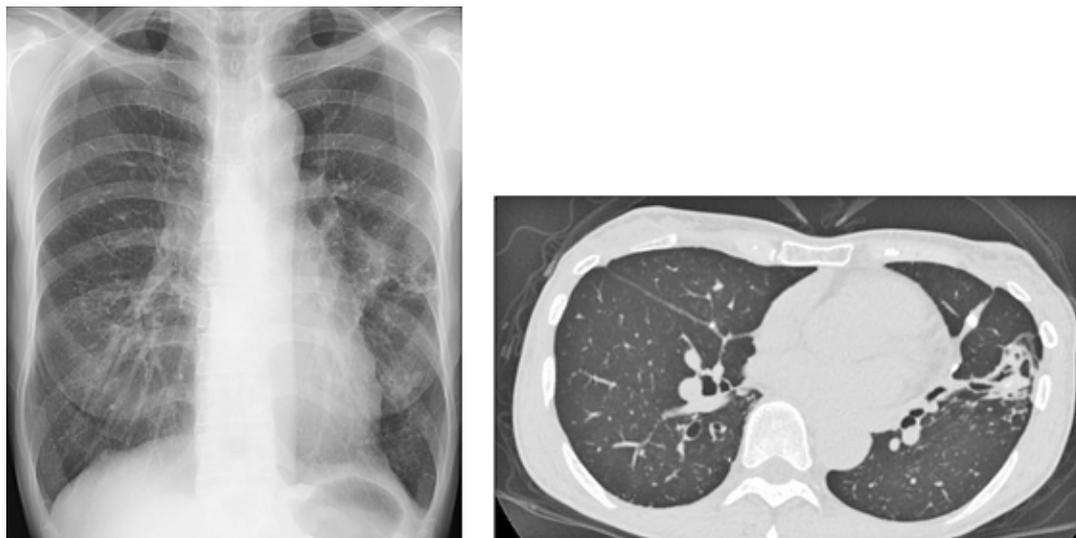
Chest radiograph (left) and chest computed tomography (CT) image(right) before admission.
